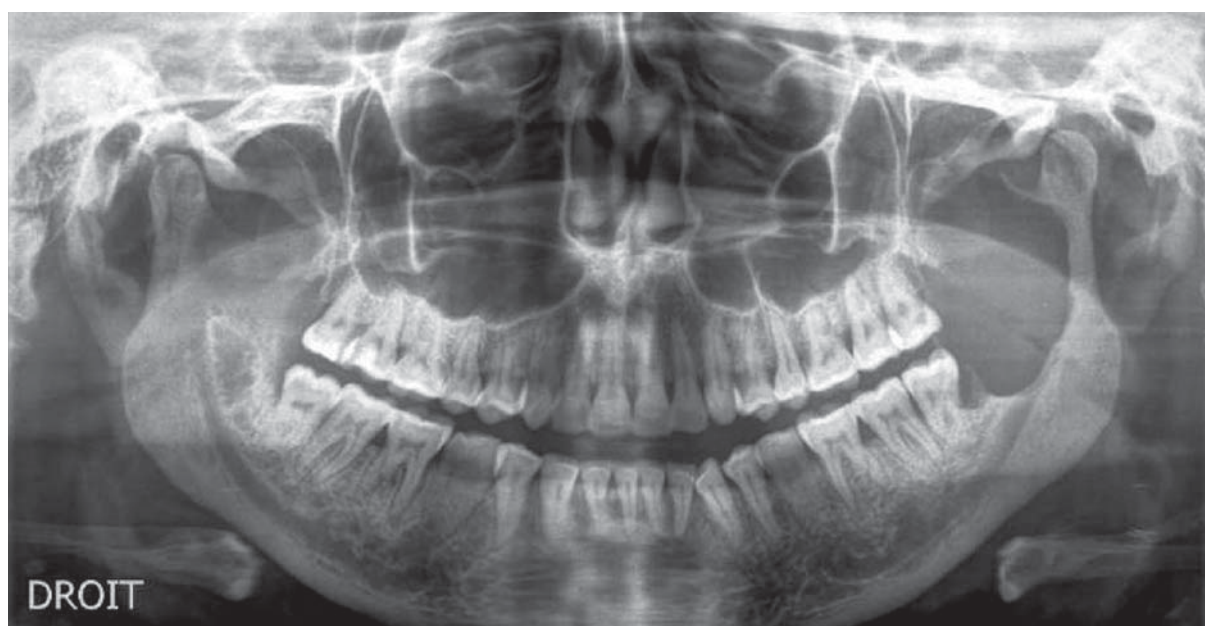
Radiographie panoramique montrant une lésion ostéolytique dans la ramus gauche de la mandibule, mesurant 44 x 23 mm.
